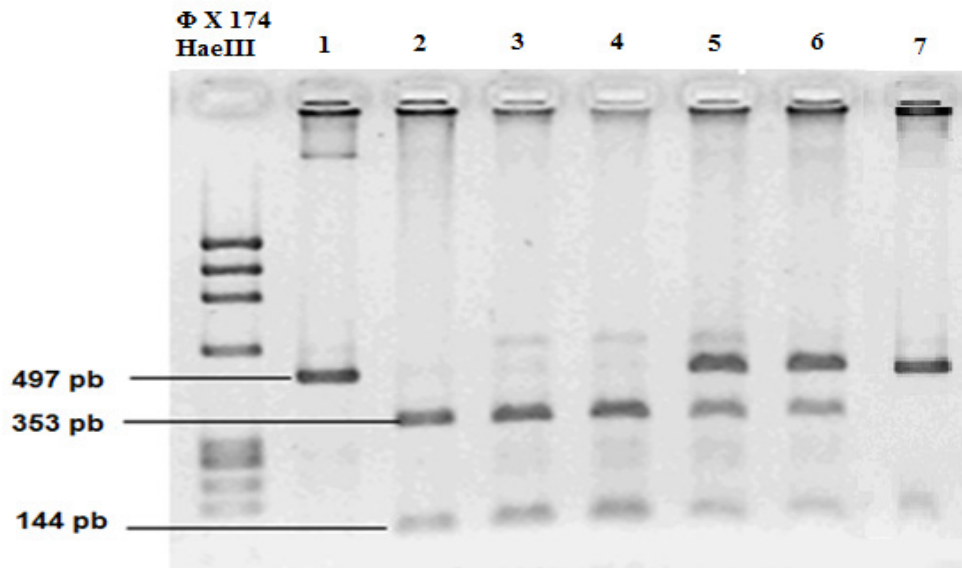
Gel de agarosa al 3% con los productos de PCR-RFLP para los genotipos de -159 C>T en la región promotora de CD14 de pacientes con EPOC. Marcador Φ X 174 *HaeIII*, en el carril 1 se muestra el producto de PCR sin restricción. En los carriles 2-4 se encuentra el genotipo (TT), en los carriles 5-6 el genotipo heterocigoto (CT), y en el carril 7 se halla el genotipo homocigoto silvestre (CC) de 497 pb.
